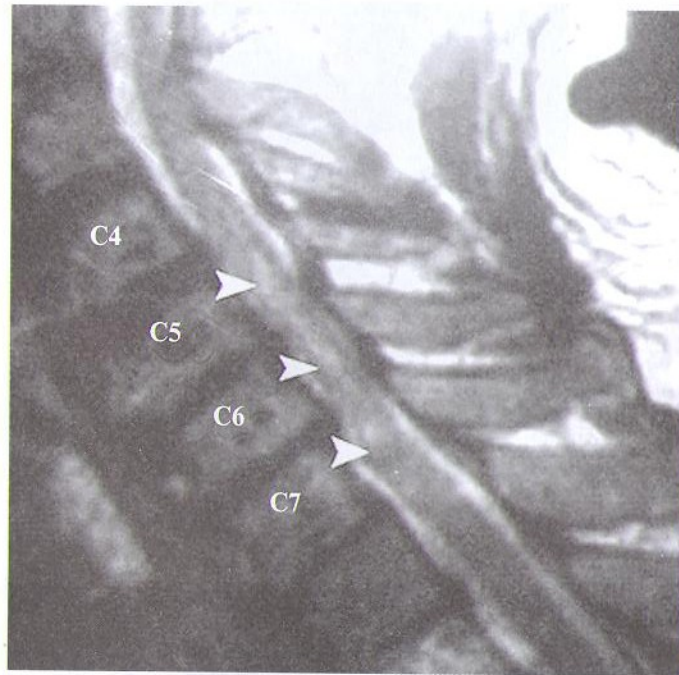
МРТ больной с клиникой нарастающей цервикальной миелопатии и синдрома вертебробазилярной недостаточности. На снимках шейного отдела позвоночника — признаки распространенного спондилоартроза с нестабильностью в области С4–С7-позвонков, разрушением соответствующих дисков, стенозом позвоночного канала в этой зоне с многоуровневой компрессией спинного мозга и появлением очагов миелопатии (показано стрелками).
